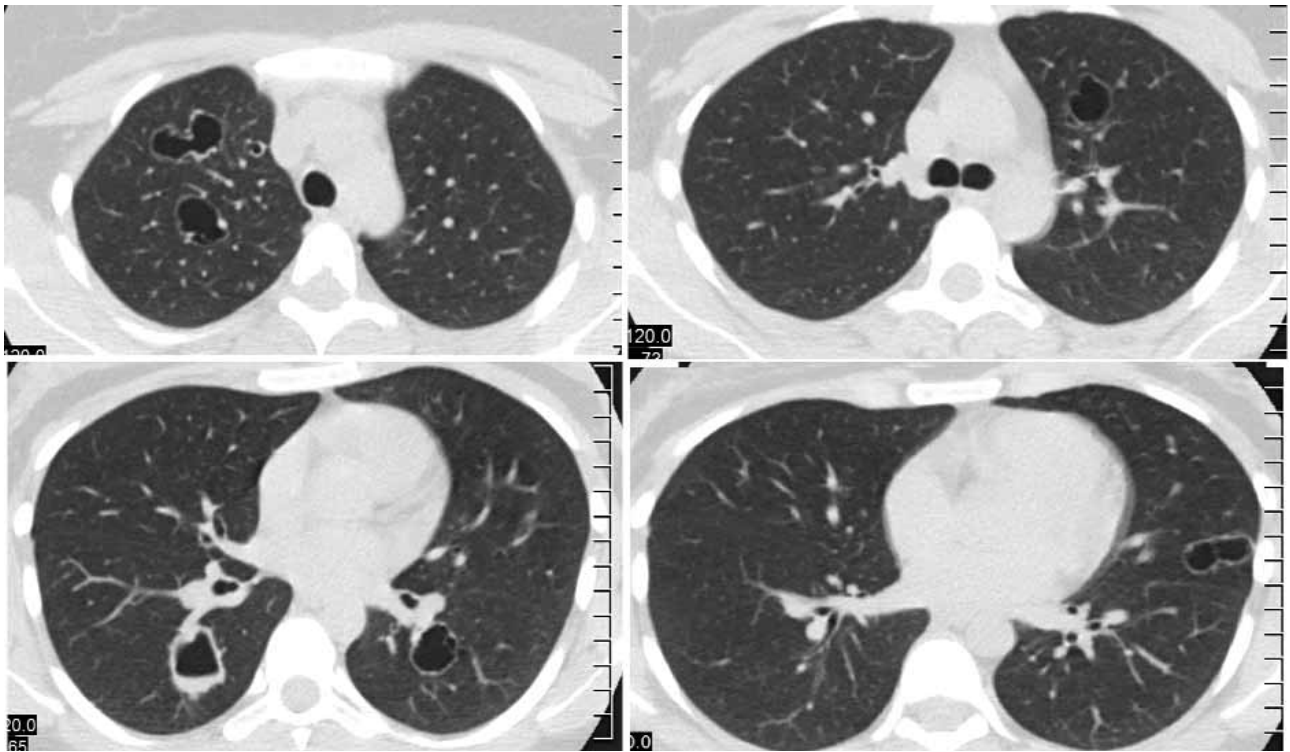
Компьютерная томограмма органов грудной клетки от 18.12.19
